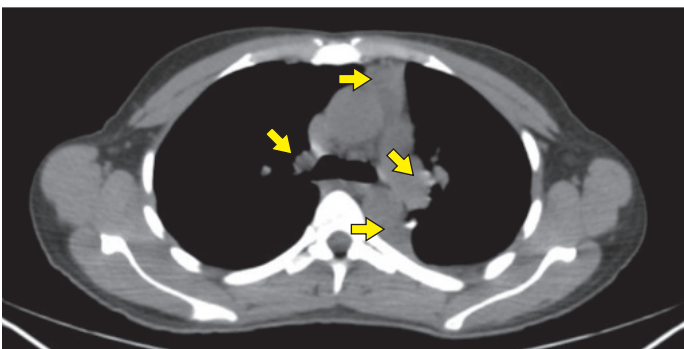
NET-Patient mit suspekten LK im CT
